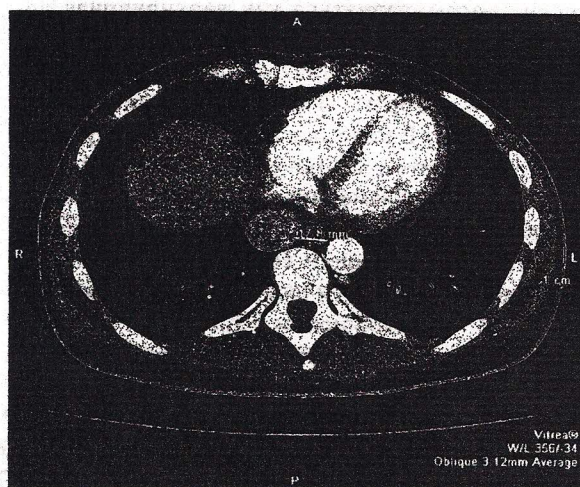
Аксиальный срез грудной клетки на уровне купола диафрагмы, полученный с помощью спиральной компьютерной томографии
